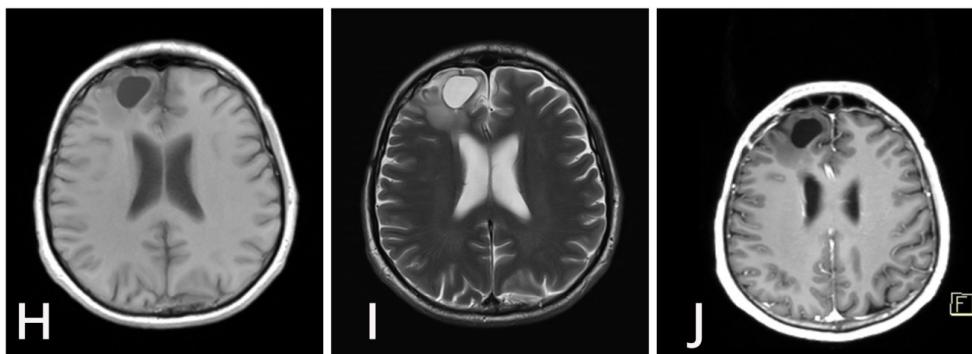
Postoperativni CT snimci mozga, aksijalni pogled, nisu pokazali rezidualni tumor mozga*
